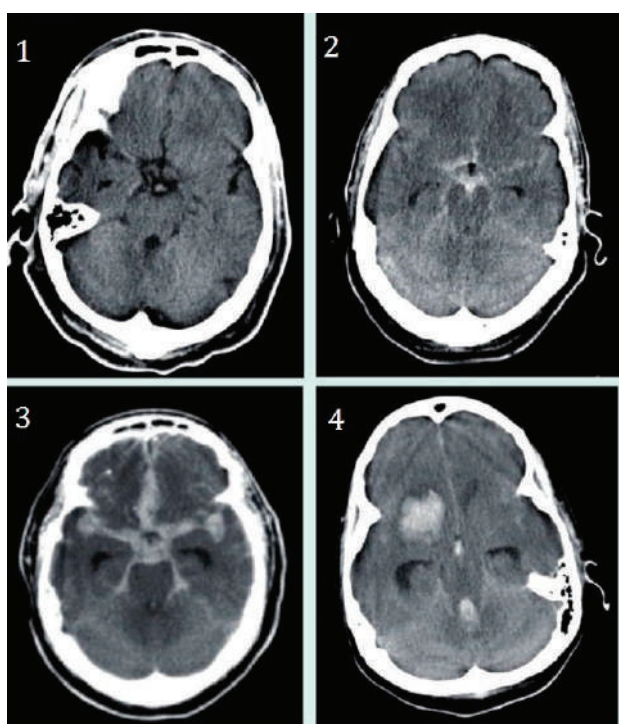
Cranio-cerebral CT axial sequences showing the 4 Fisher grades (1 – grade 1, 2 – grade 2, 3 – grade 3, 4 – grade 4).
